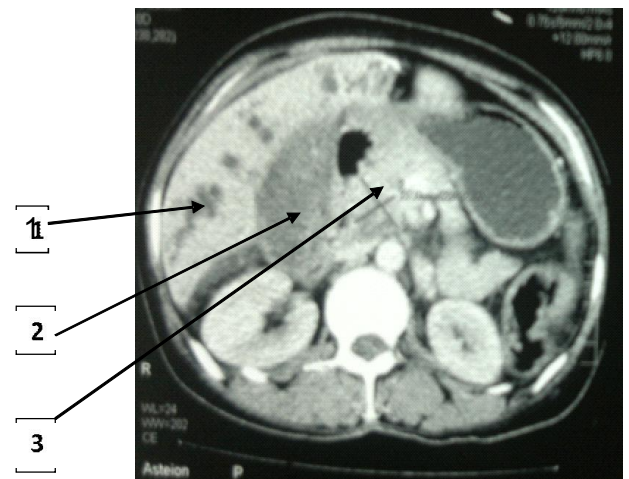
TDM abdominale : 1.dilatation voies biliaires intra hépatiques, 2.grosse vésicule biliaire, 3. tumeur de la tête du pancréas
